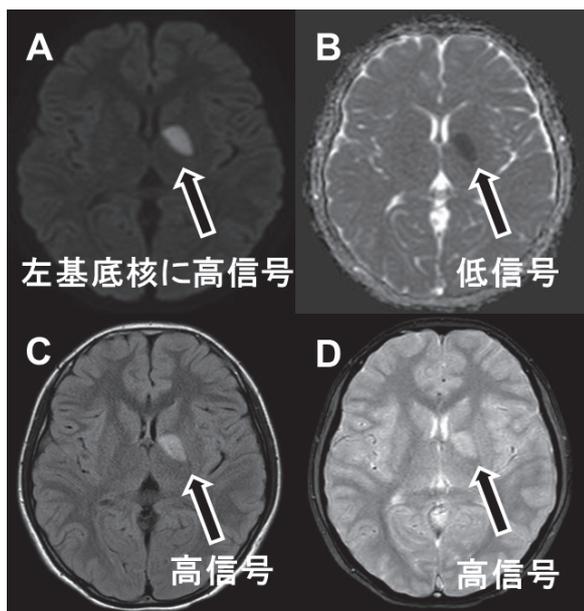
症例 2 入院時頭部 MRI DWI(A)、ADC map(B)、C : FLAIR(C)、D : T2 強調像 (D)
